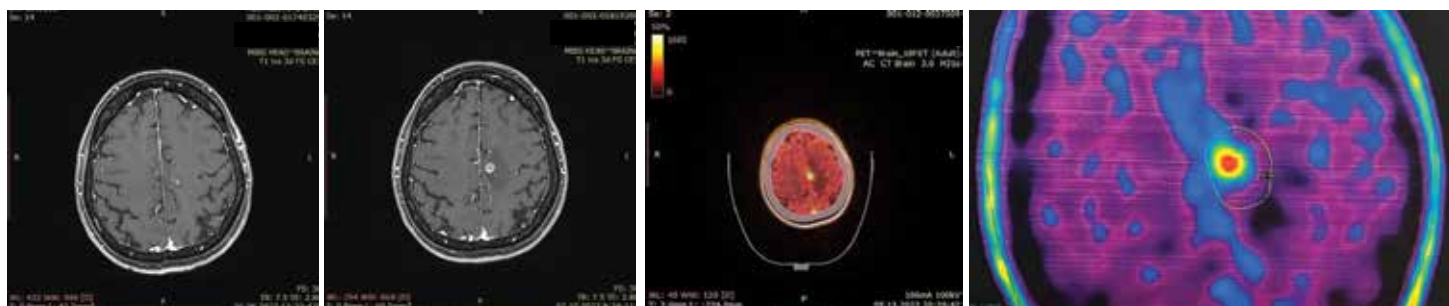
МРТ головного мозга от октября 2022 г.: увеличение одиночного образования головного мозга в сравнении с МРТ от июня 2022 г. ПЭТ/КТ от ноября 2022 г.: метаболически активное образование головного мозга
